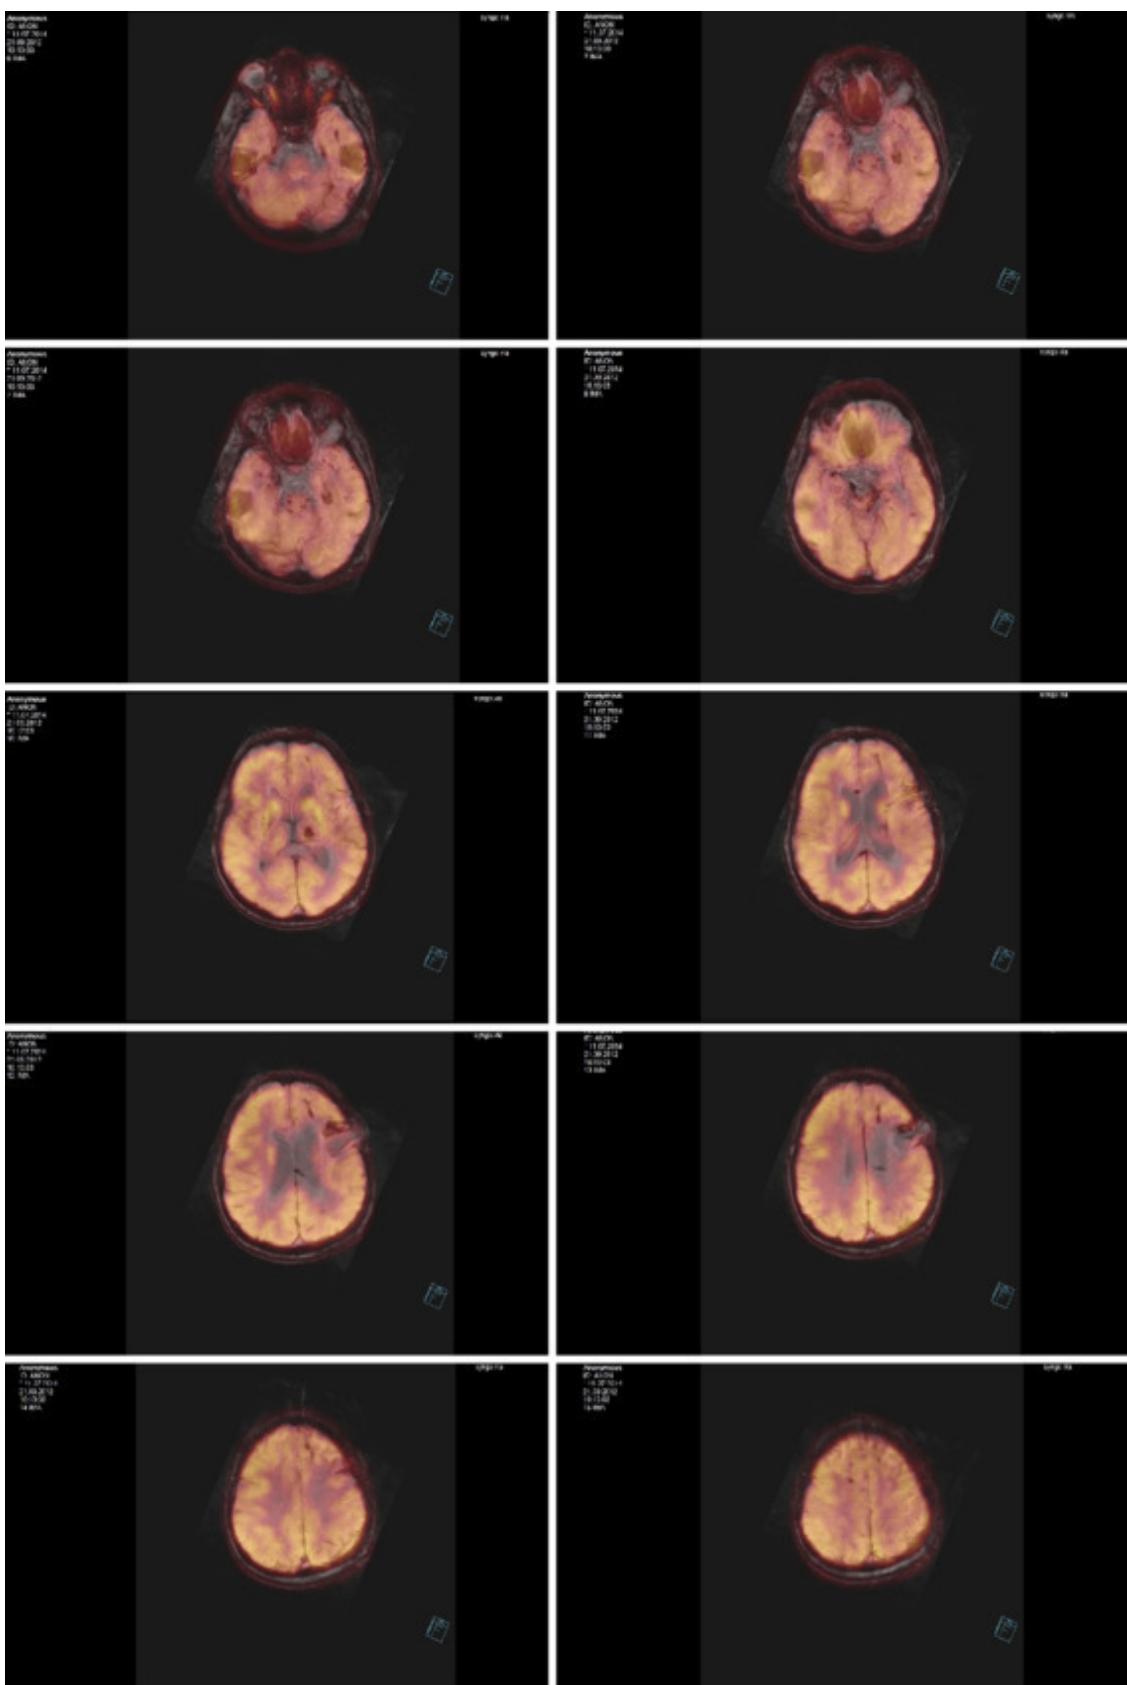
Результат слияния данных КТ, МРТ-трактографии, МРТ и ПЭТ головного мозга пациента В.
